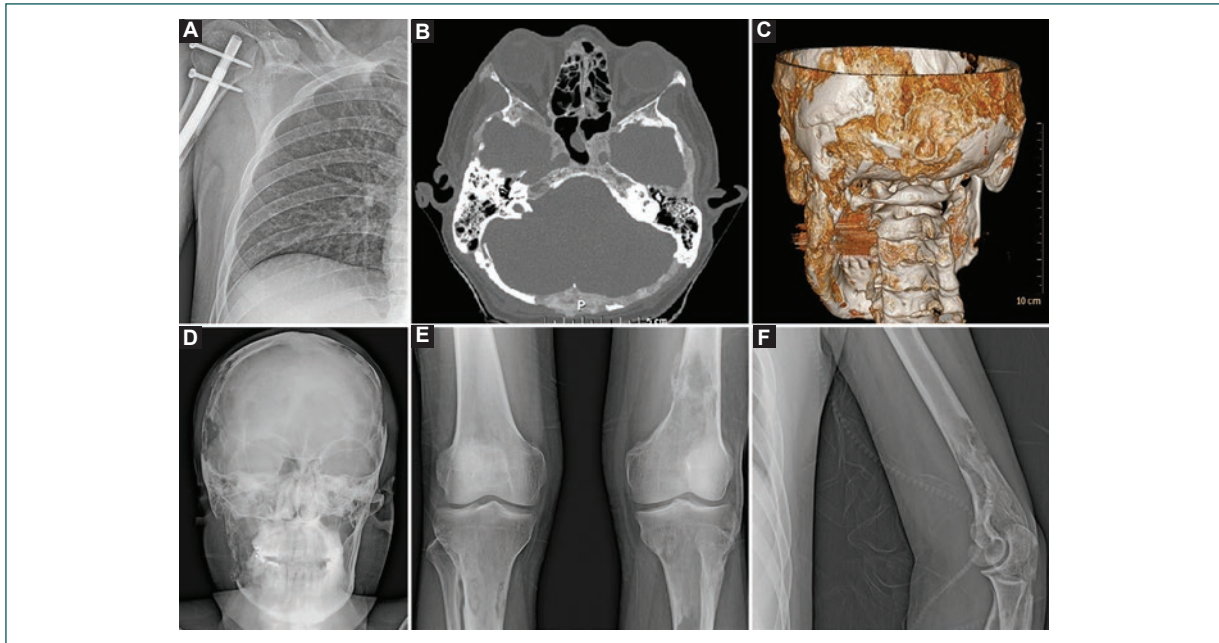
A: Fractura de húmero derecho con material de osteosíntesis. B: Tomografía de cráneo con hiperdensidad en la región occipital en relación con una protuberancia fluctuante con aumento progresivo de su tamaño. C: Reconstrucción ósea tridimensional que muestra una lesión lítica en la región occipital. D: radiografía de cráneo que muestra lesiones líticas en diploe de la bóveda del cráneo. E y F: Lesiones líticas femorales, tibiales y humeral.
